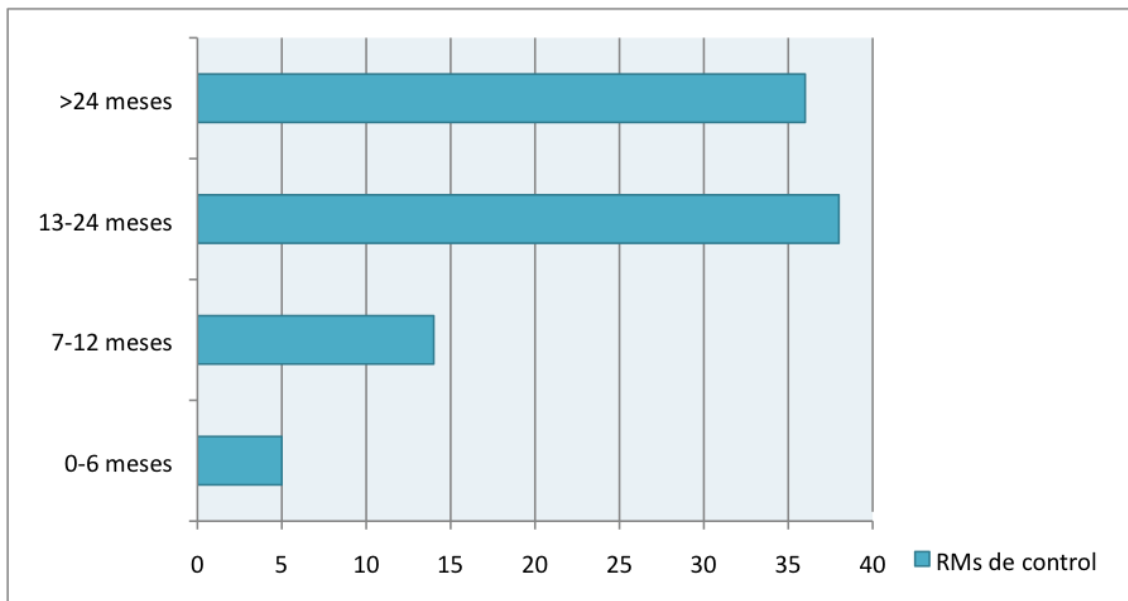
Periodos de realización de primera RM de control postoperatoria.
